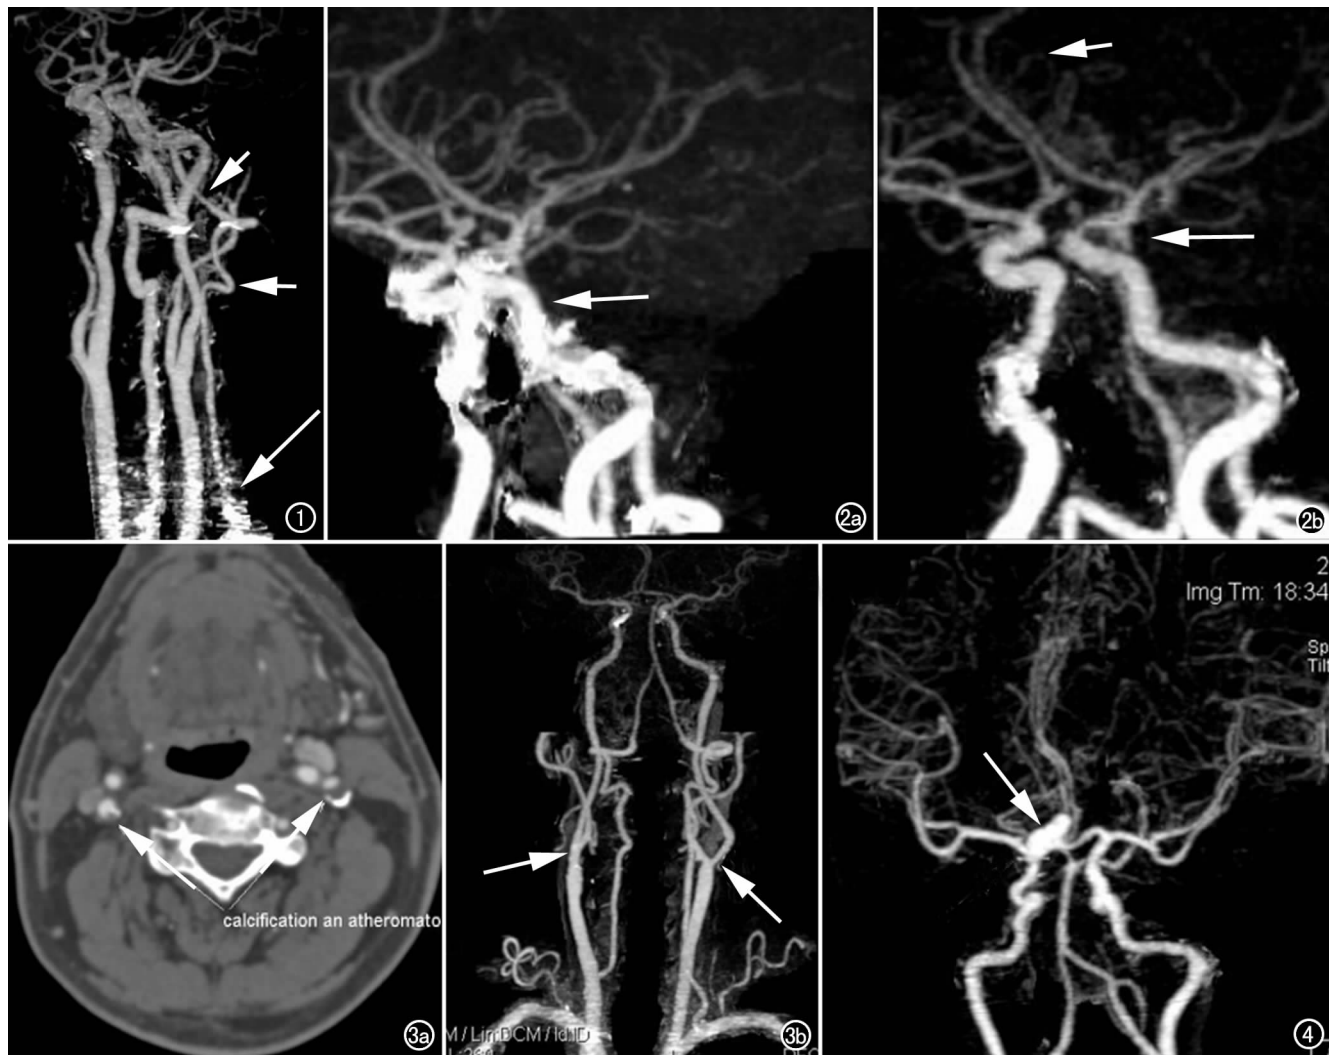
男, 35 岁, 头晕乏力。减影 CTA 显示左侧椎动脉全程细(箭), 颈 5 至颅顶血管完整度, 颈根部血管完整性差(长箭)。
